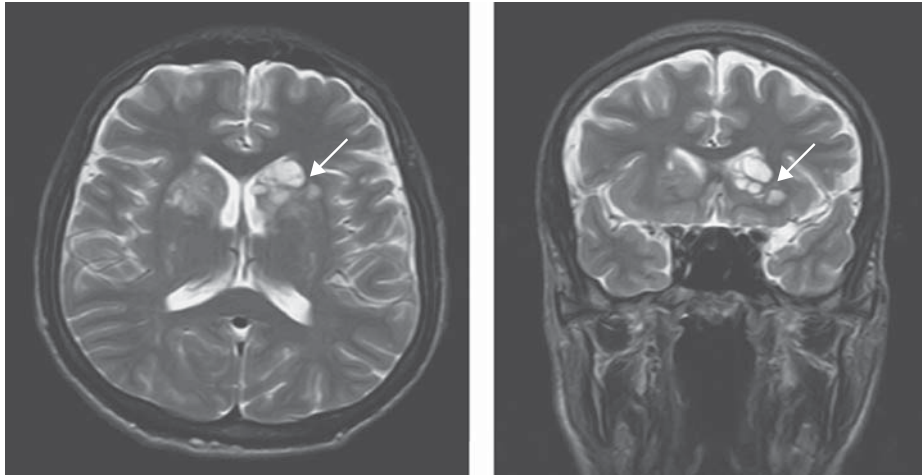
Criptococomas cerebrales. Estudio de imágenes por resonancia magnética en un paciente con múltiples lesiones nodulares (flechas) debidos a infección por criptococo.
